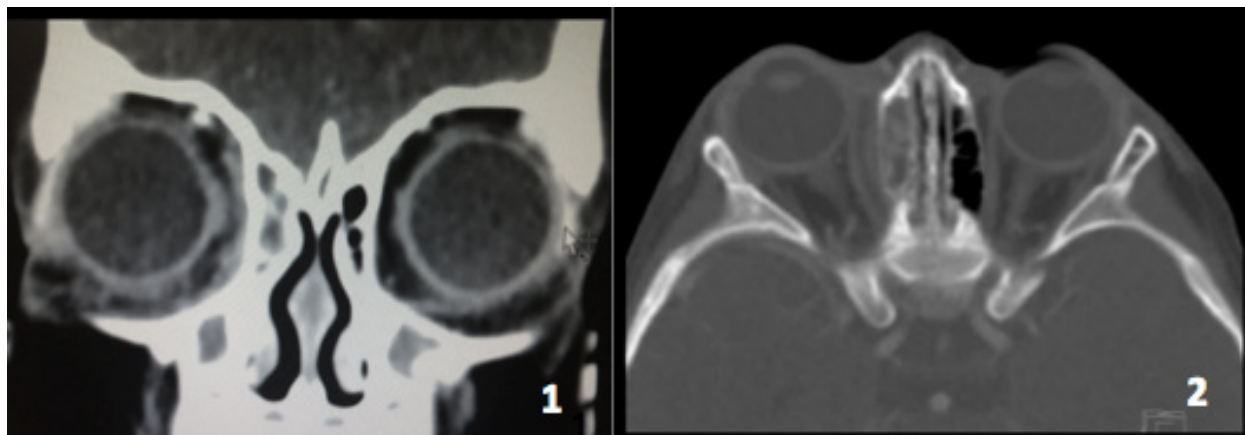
Tomografia após 2 semanas de tratamento clínico mostrando grande redução do abscesso subperiosteal.^{4,5}
